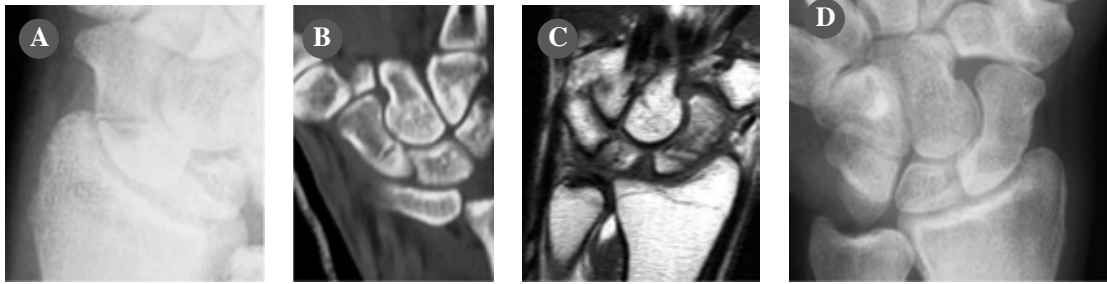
A,B) Studente di 21 anni. Quadro Rx e Tac di ritardo di consolidazione dopo 40 gg di apparecchio gessato brachio-metacarpale con 1 raggio incluso. Molto evidente anche una riduzione diffusa del tono calcico. Una sintesi percutanea poteva in effetti consentire una ripresa immediata del movimento, ma il paziente ha preferito proseguire con il trattamento conservativo con Osteobit e tutore modulare per 2 mesi. C) La RM mostrava in effetti fattori prognostici favorevoli ad uno stimolo biofisico dell'osteogenesi. D) Dopo 2 mesi (40 gg continuativi e 20 di svezamento graduale diurno del tutore) il quadro Rx mostrava una apparente consolidazione e il paziente riprendeva l'uso normale del polso.
